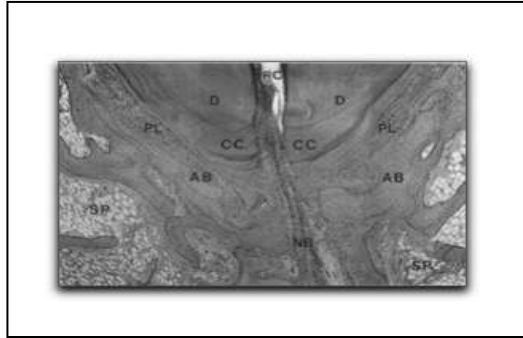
Tejidos periapicales. Microfotografía que muestra los diferentes tejidos periapicales sanos. D: dentina, CC: cemento celular, PL: ligamento periodontal, NB: paquete vasculonervioso, SP: hueso esponjoso, AB: hueso alveolar, RC: conducto radicular (Nair, 2000).
